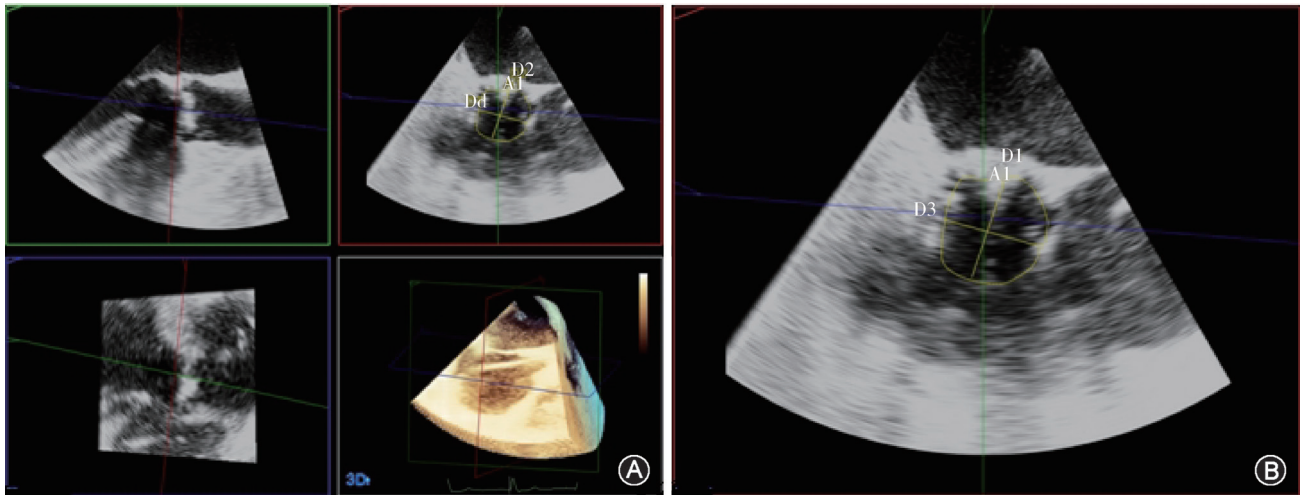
三维经食管超声心动图测量主动脉瓣环内径及周长。A图通过对准左心室长轴平面（绿色框）和冠状平面（蓝色框）的多平面重建获得的虚拟环形平面（红色框）和三维立体成像（白框）；B图为于红色框内显示的平面直接测量主动脉瓣环直径及周长
